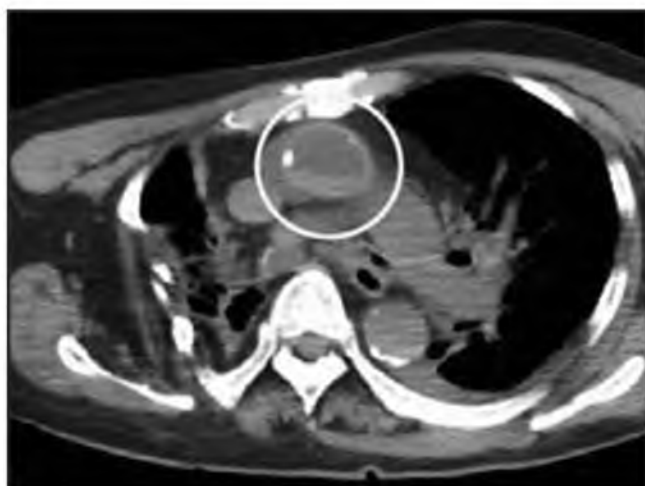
Посмертная нативная МСКТ. Аксиальный срез грудной клетки в мягкотканном окне [7]. Уплотнение стенок и уменьшение диаметра восходящей аорты (обведена кружком), в просвете которой виден уровень жидкость-жидкость между сывоткой и осевшими форменными элементами.
